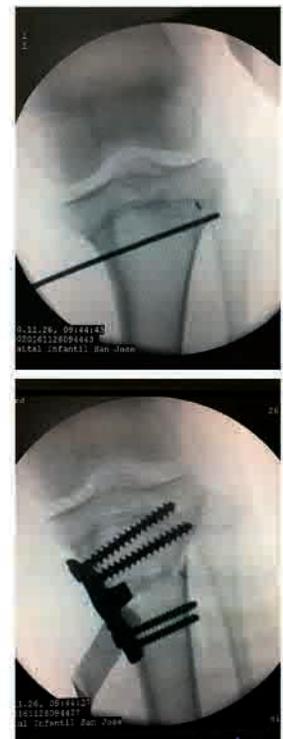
Paciente de 12 años de edad con deformidad en tibia proximal (Genu varo) secuelas de lesión fisaria postraumática, planeamiento quirúrgico y simulación basadas en TAC, corrección aguda en dos planos con guías e implante personalizados de impresión 3D (TechFic-Sampedro®). Hospital Infantil Universitario de San José, Bogotá, Colombia.
